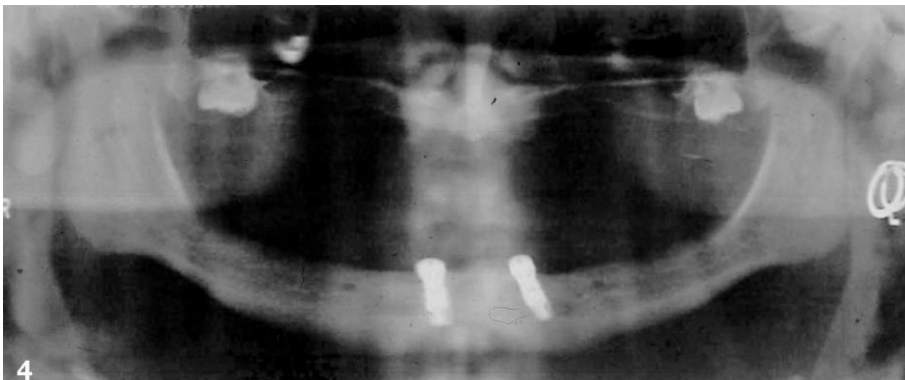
radiographie panoramique post-opératoire suite à la pose de 2 implants (Branemark 4x13 mm) en regard des zones canines de la mandibule chez un adolescent atteint du syndrome de Papillon-Lefèvre (82)
